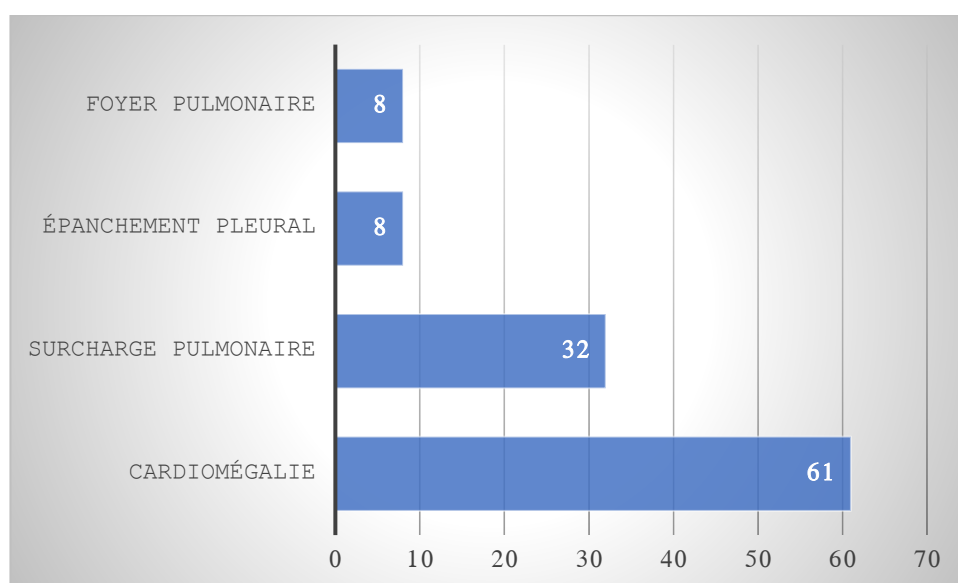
Les données de la radiographie pulmonaire.
